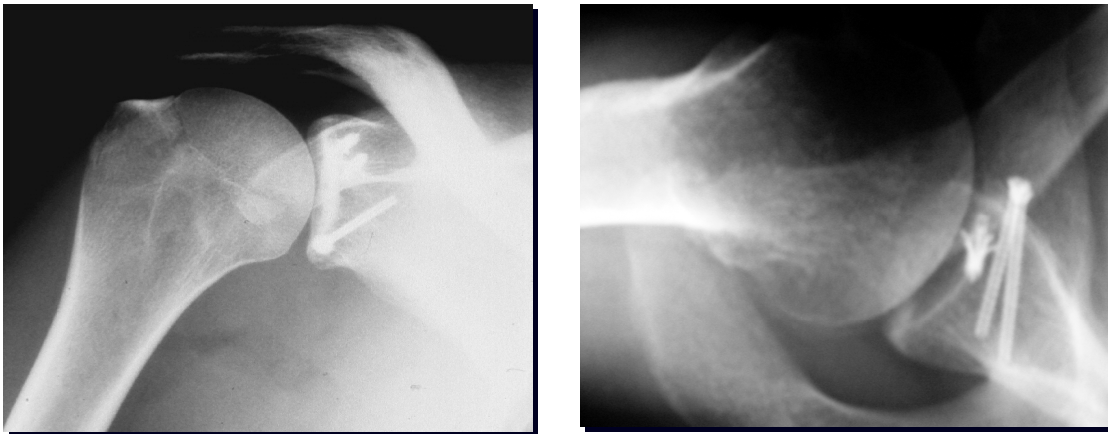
Postoperative Röntgenkontrolle ap und axial
